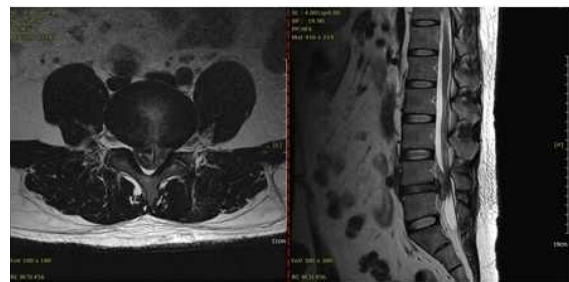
L-Spine MRI (T2 only) (19.08.07) (axial view, sagittal view). 퇴원직전 MRI F/U 영상.
